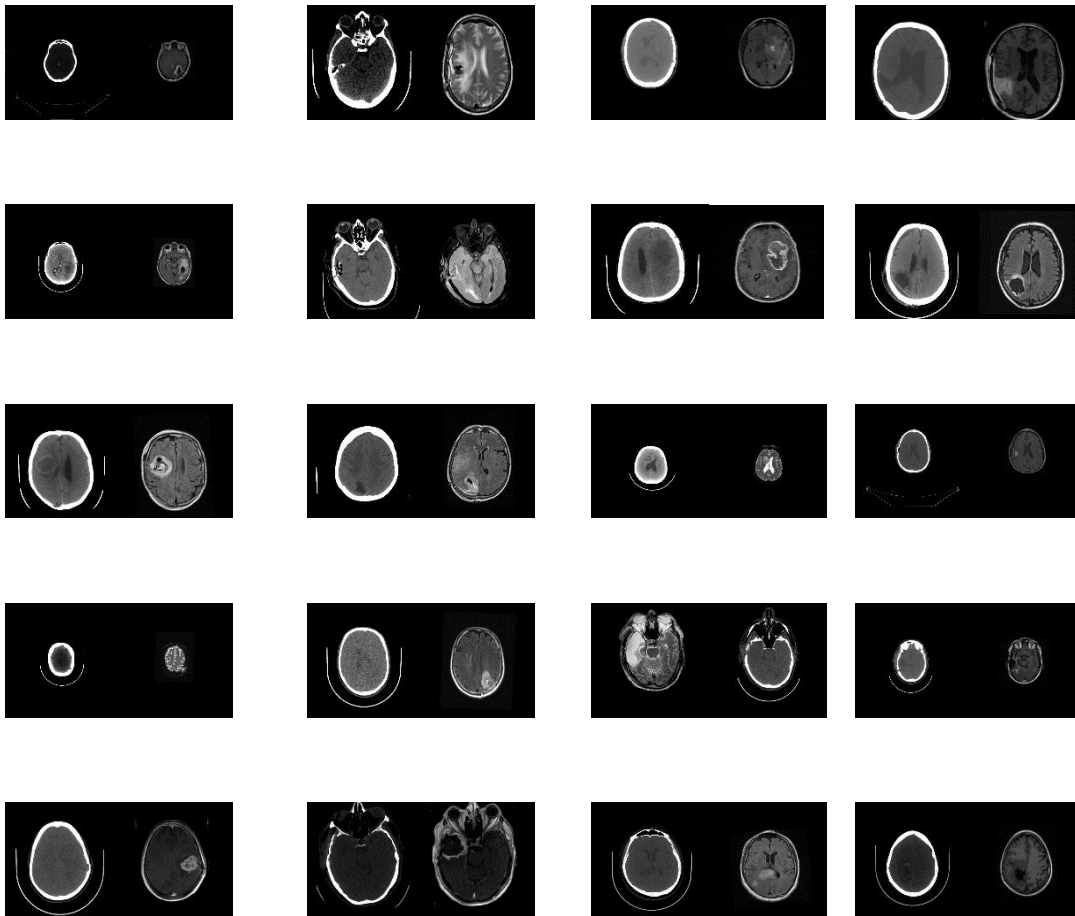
6 : Les 20 groupes d'images médicales sources multimodales sont utilisés dans notre expérimentation. Parmi chaque paire, l'IRM est à gauche et le scanner sur la droite.
